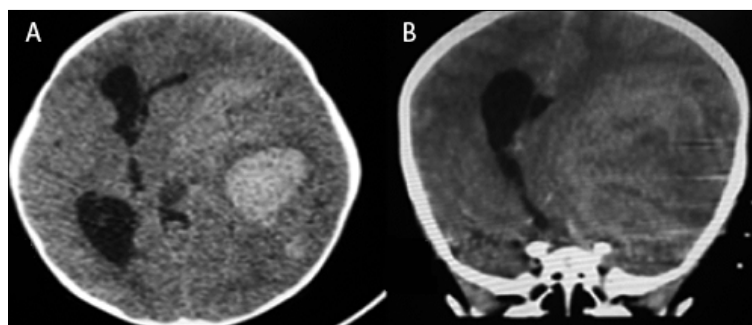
A) TAC, corte transversal, imagen hiperdensa en región parietooccipital izquierda; B) TAC, corte coronal, efecto de masa que desplaza la línea media.
